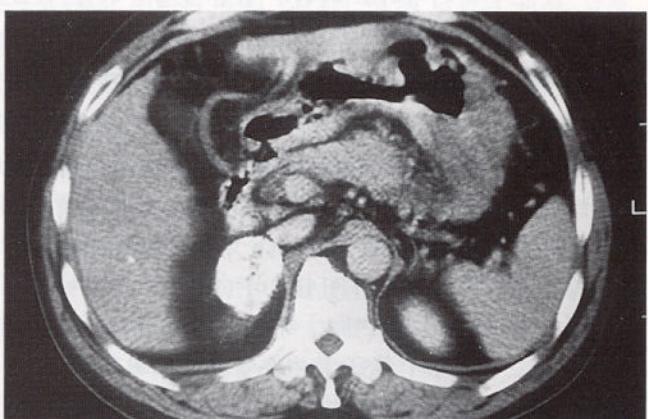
CT scan obtained after 4 weeks shows decreased size of lipiodol laden adrenal mass.
